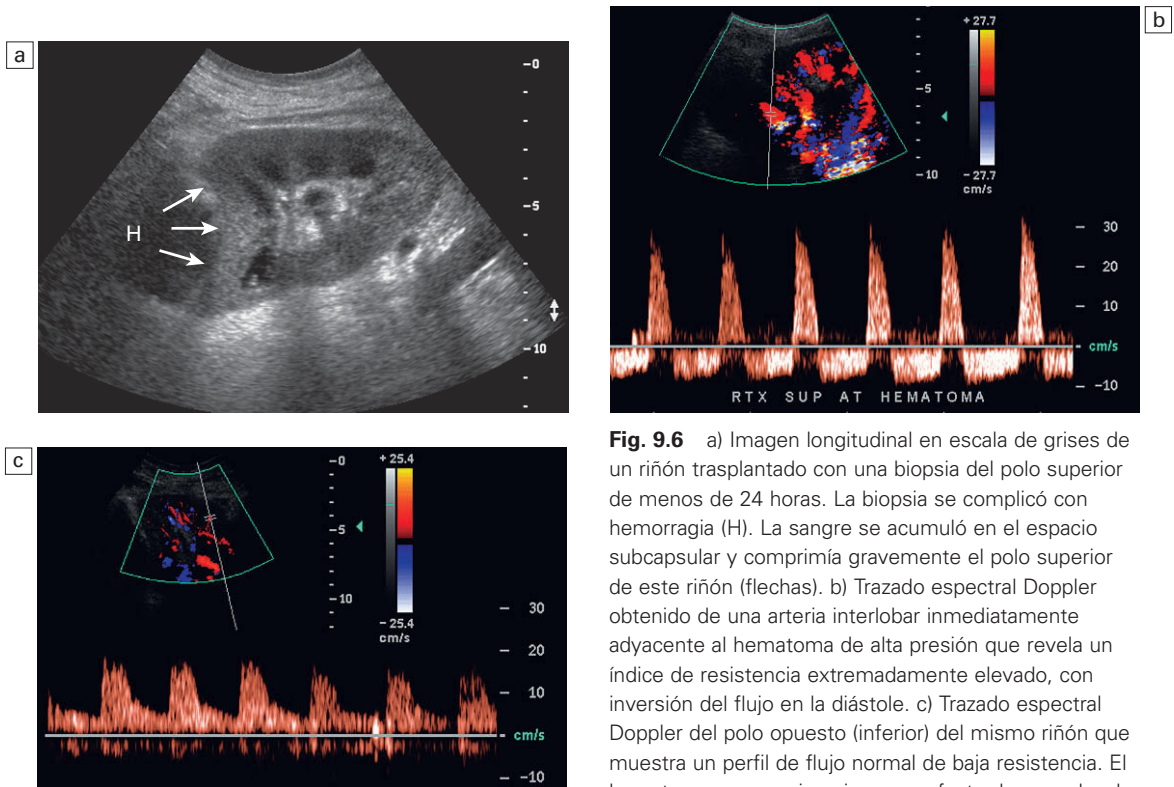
a) Imagen longitudinal en escala de grises de un riñón trasplantado con una biopsia del polo superior de menos de 24 horas. La biopsia se complicó con hemorragia (H). La sangre se acumuló en el espacio subcapsular y comprimía gravemente el polo superior de este riñón (flechas). b) Trazado espectral Doppler obtenido de una arteria interlobar inmediatamente adyacente al hematoma de alta presión que revela un índice de resistencia extremadamente elevado, con inversión del flujo en la diástole. c) Trazado espectral Doppler del polo opuesto (inferior) del mismo riñón que muestra un perfil de flujo normal de baja resistencia. El hematoma compresivo ejerce un efecto de masa local y eleva la resistencia al flujo.
